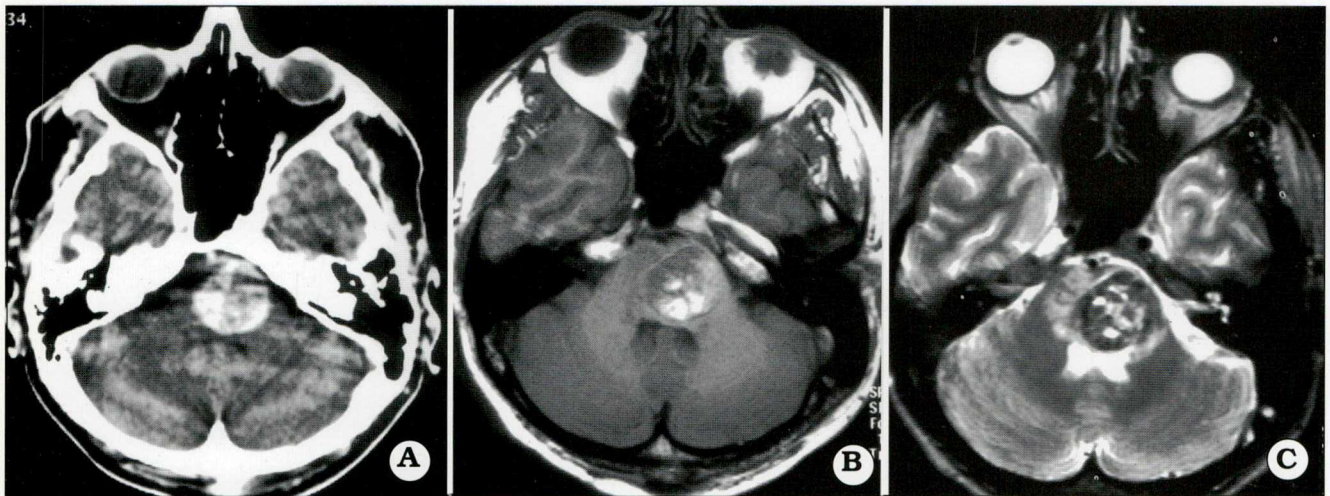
Paciente masculino de 27 años que presentó una hemorragia subaguda, estupor, deterioro progresivo del nivel de conciencia y marcada hemiparesia derecha progresiva. La tomografía computada (A) y las imágenes por resonancia (B, C) demuestran un hematoma en la protuberancia anular con compresión del parénquima. Esta lesión fue abordada mediante un abordaje retrolaberíntico, presigmoideo. En el período postoperatorio inmediato el nivel de conciencia y la hemiparesia mejoraron. Este paciente presentó una paresia facial marcada que mejoró en 6 semanas.
